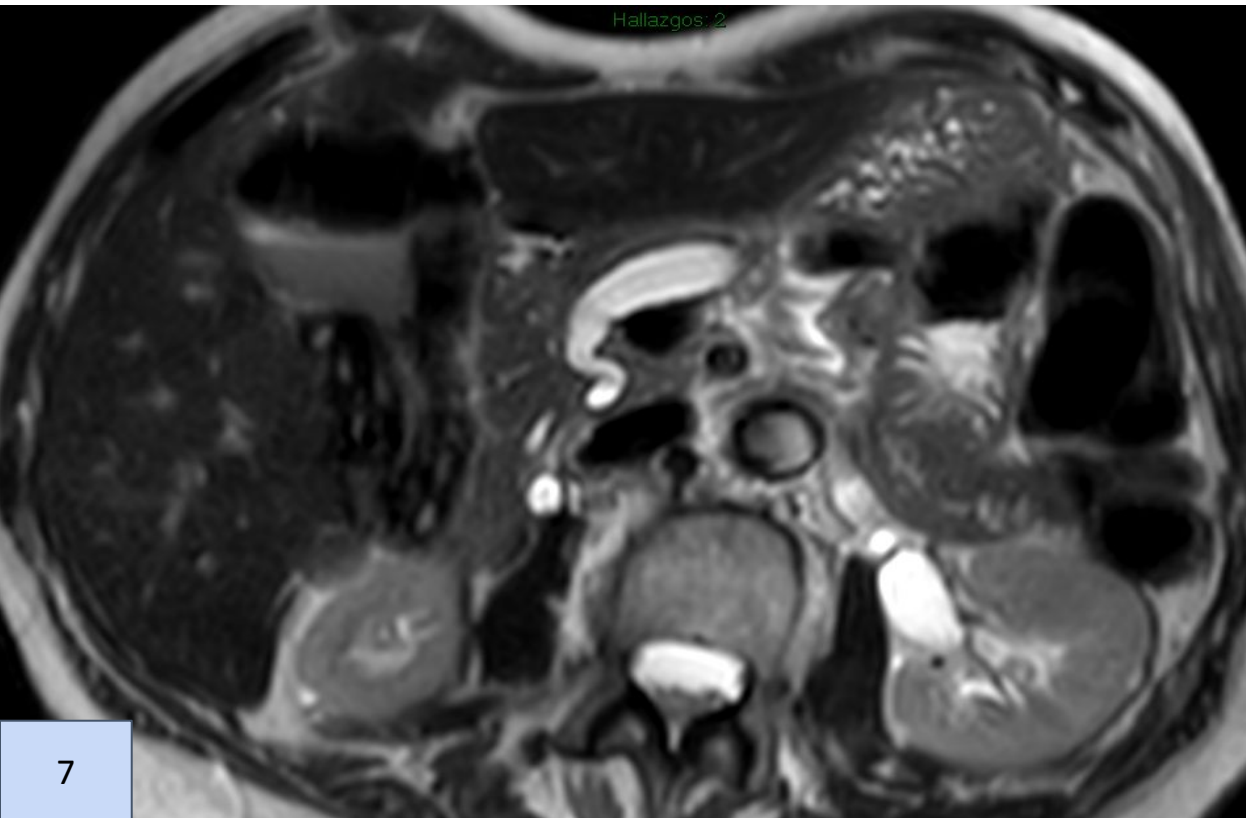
resonancia en corte axial secuencia T2 y Figura 8.Colangio- RM muestra dilatación del conducto de Wirsung. NMPI tipo de conducto principal.
